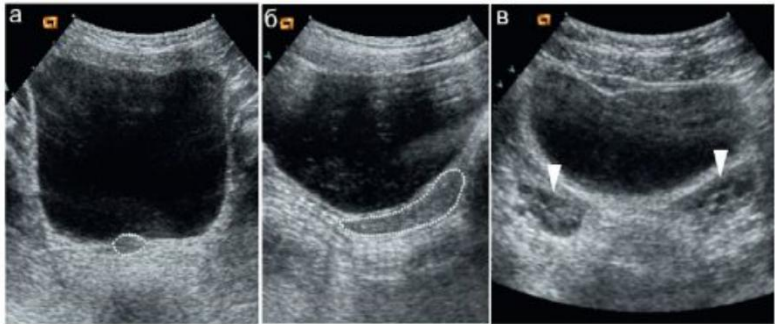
УЗИ матки и яичников в нейтральном периоде
